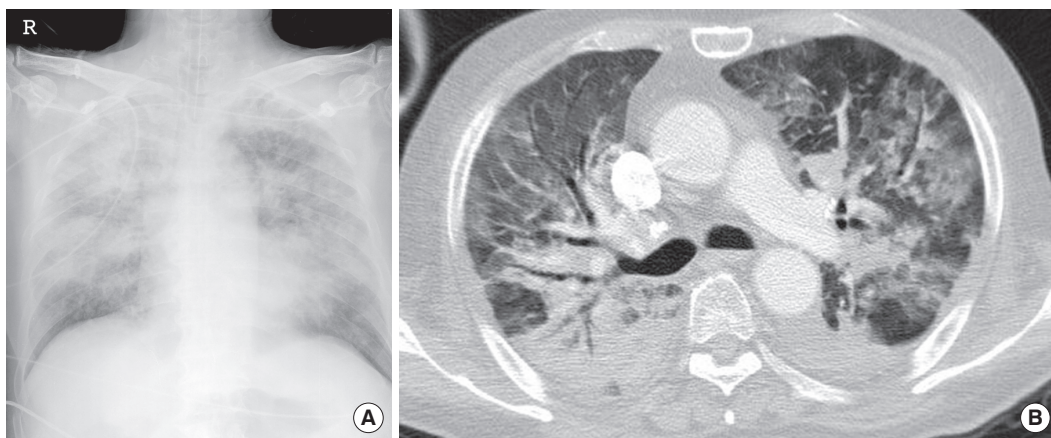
Imaging studies at the emergency room. (A) Chest X-ray shows bilateral increased opacity. (B) Chest computed tomography reveals diffuse consolidation, ground-glass opacity and air-bronchogram at both lungs with increased size of mediastinal lymph nodes. Small amount of pleural effusion (bilateral) is shown. There was no evidence of pulmonary thromboembolism.
